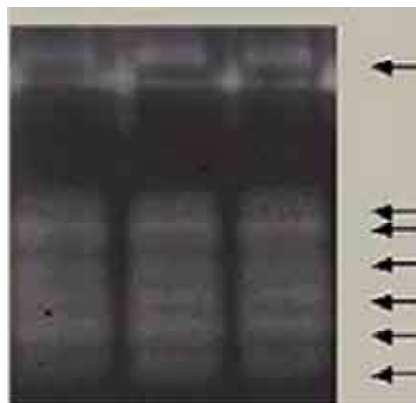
Actividad de MMPs en Mco proviente de cultivo de 24 hs de CT LP07.
